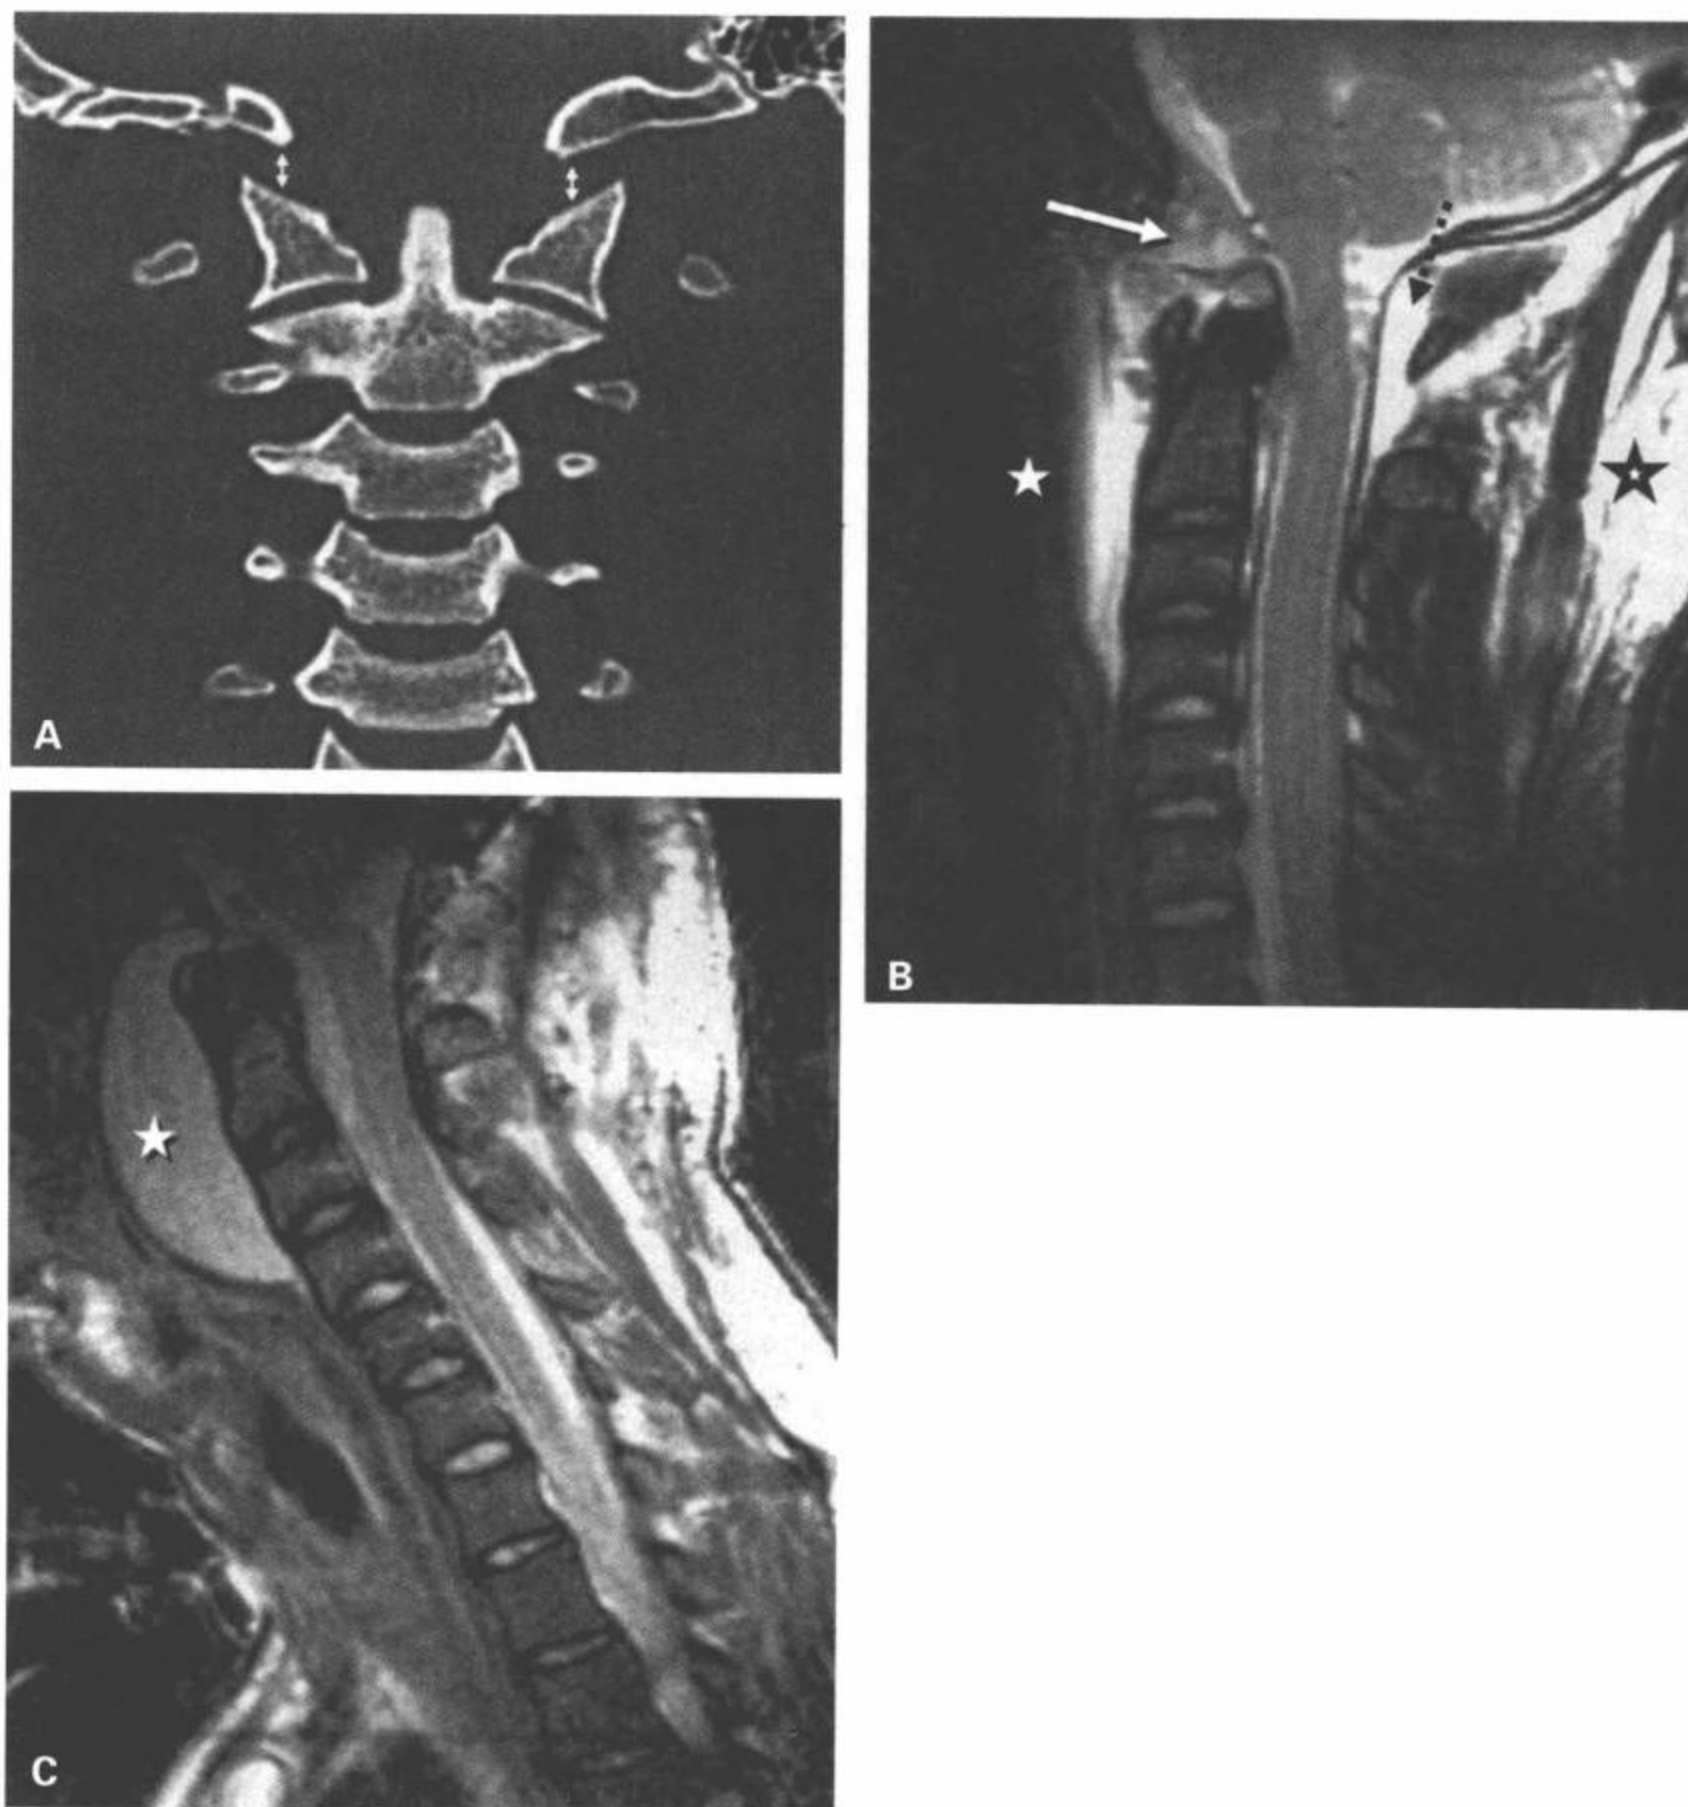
寰枕脱位。A: CT重组冠状面图像显示C1上关节突和枕骨髁之间的距离明显增宽(箭),无骨折的证据。B: 正中矢状面T2加权脂肪抑制MRI显示颅底和上颈椎分离,齿突尖和枕大孔之间的韧带支持结构完全断裂(白箭),可见裂口内血肿/积液,上颈椎椎前血肿(白星号)。后韧带复合体完全断裂,伴介于硬膜和C1后弓之间的硬膜外血肿(点状黑线)。后部肌肉组织也有水肿(黑星号)。C: 术后正中矢状面T2加权脂肪抑制MRI显示来自硬膜破口的巨大椎前积液累及气道(星号)。
